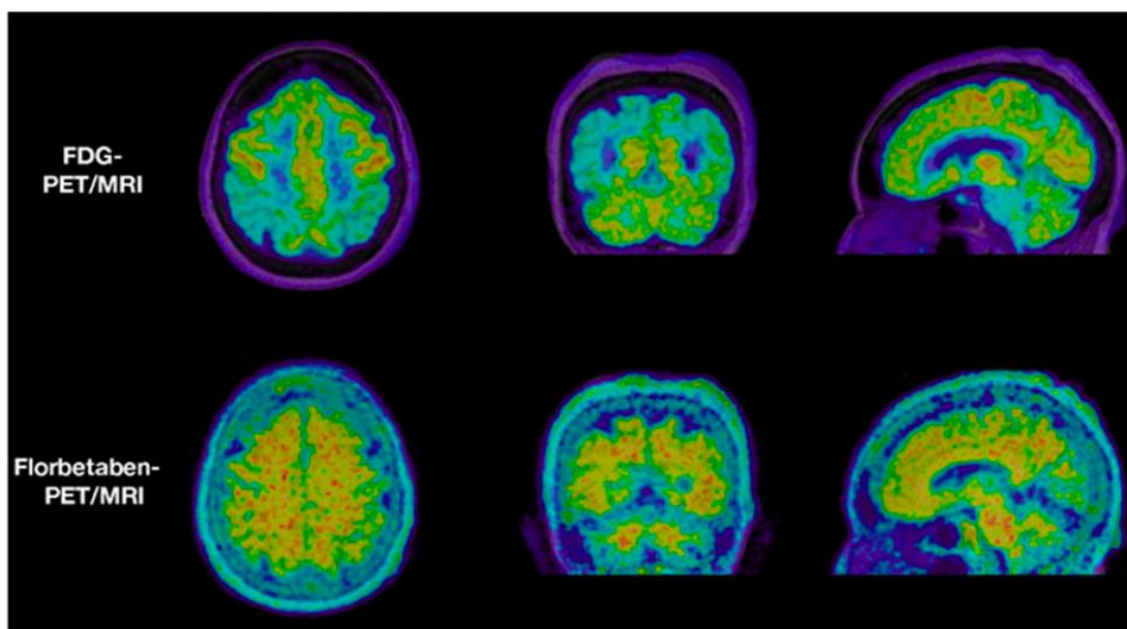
Cortes axial, sagital e coronal de imagem PET reconstruída com RM, num indivíduo de 71 anos MCI e uma pontuação de 27 em MMSE. As 3 imagens superiores correspondem a PET- ^{18}F -FDG e demonstram um padrão de hipometabolismo típico de DA. As 3 imagens inferiores, correspondem a PET- ^{18}F -florbetaben onde é detetada a presença significativa de captação de βA cortical, predominantemente em áreas hipometabólicas. Obtido de 70
